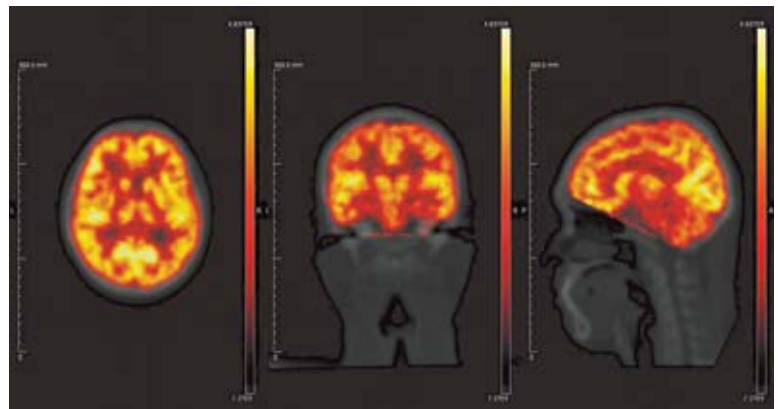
FDGを用いた健常ボランティア試験の結果（別途取得したCT画像の上にPET画像を重ねて表示）
